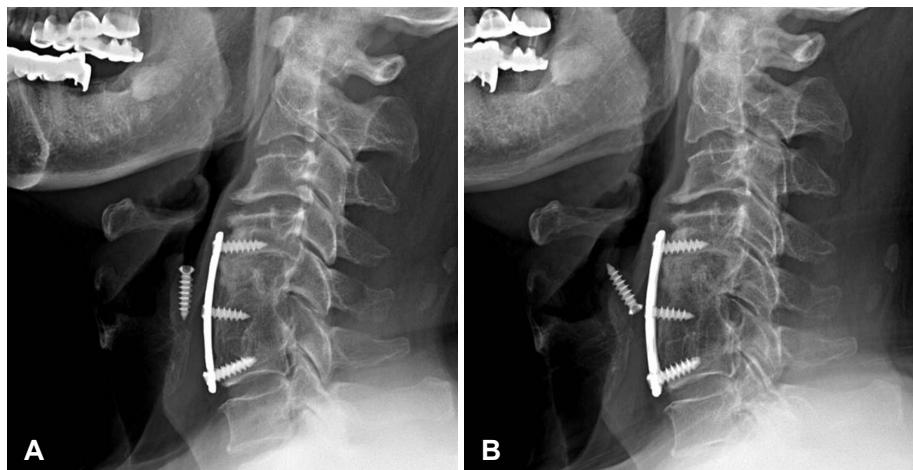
The plain X-ray film of cervical spine. Lateral cervical spine film shows complete back-out of the right upper screw and no anterior cervical plate dislodgement (A). Note the direction change of the back-out screw (B).
